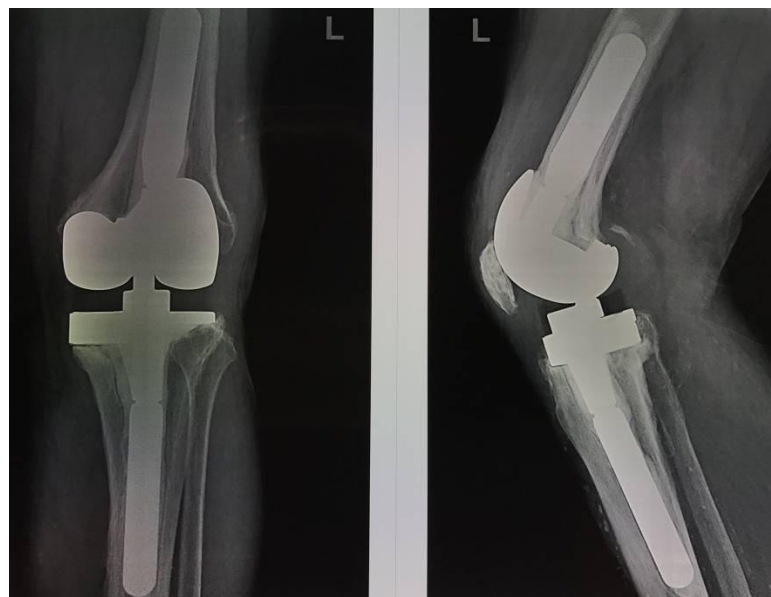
Рентгенограммы пациента через год после ревизионного эндопротезирования
